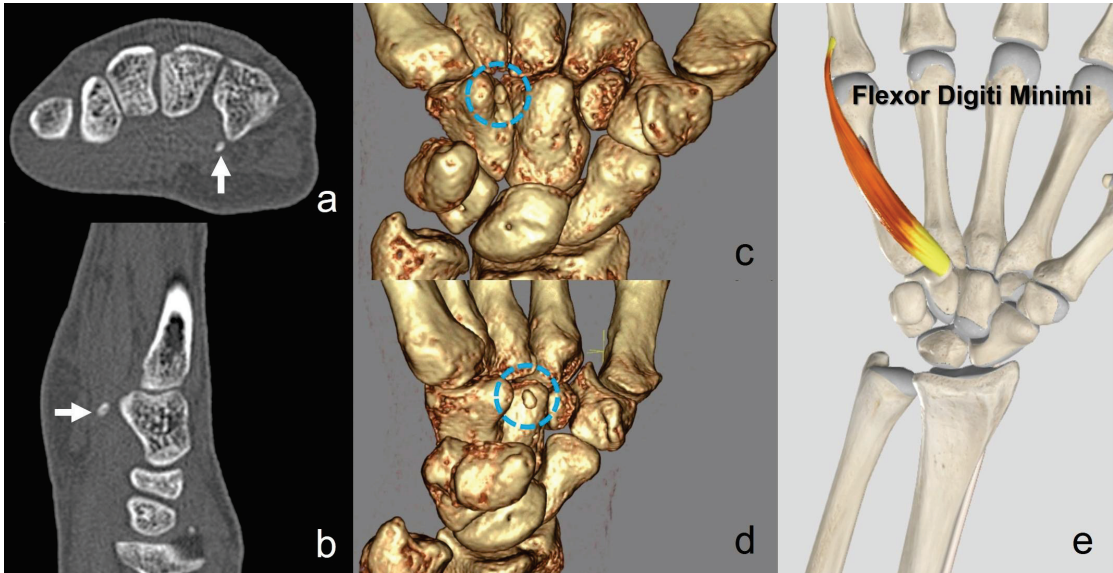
Os ulnare externum'un 3D BT görünümü
